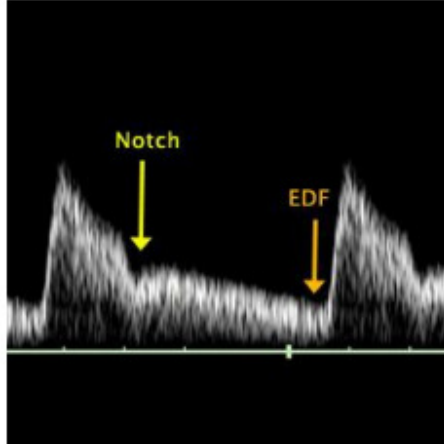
Uterin arter Doppler dalga formunun normal görüntüsü
